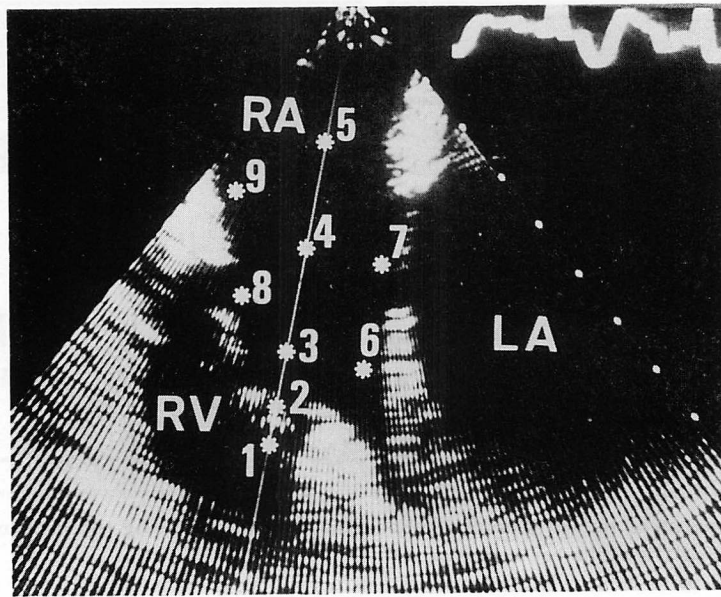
Intraoperative long-axis two-dimensional echocardiogram of the right ventricle and atrium directly recorded from the right atrial surface.
